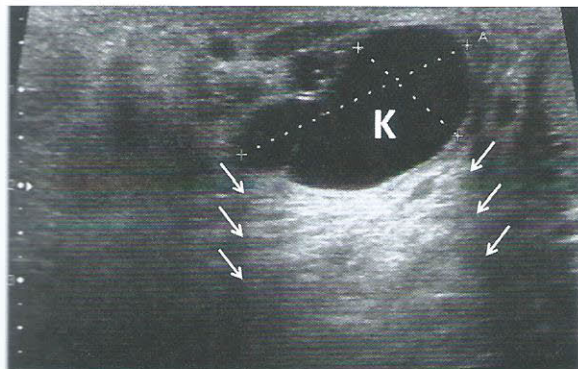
Échographie testiculaire
